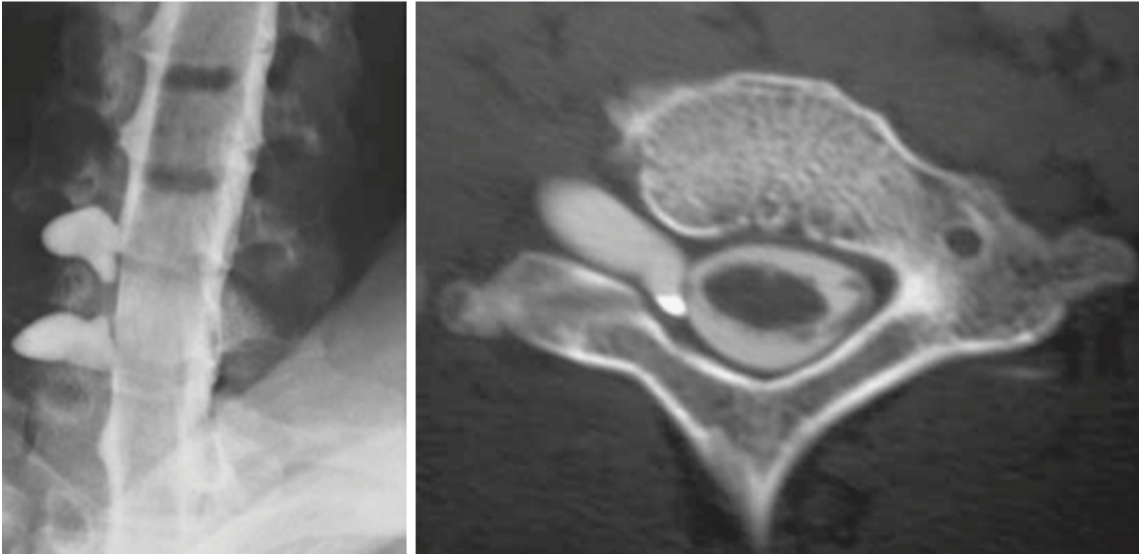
Mielografía con presencia de dos pseudomeningoceles derechos y su imagen en tomografía axial. (Robert J Spinner, 2017)
